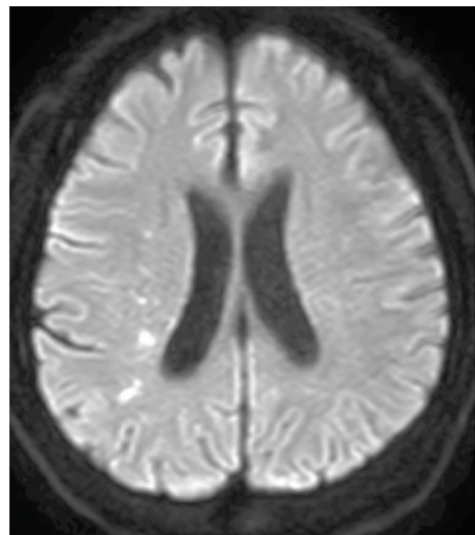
来院時MRI. a) 右MCA分水嶺領域に散在する脳梗塞
